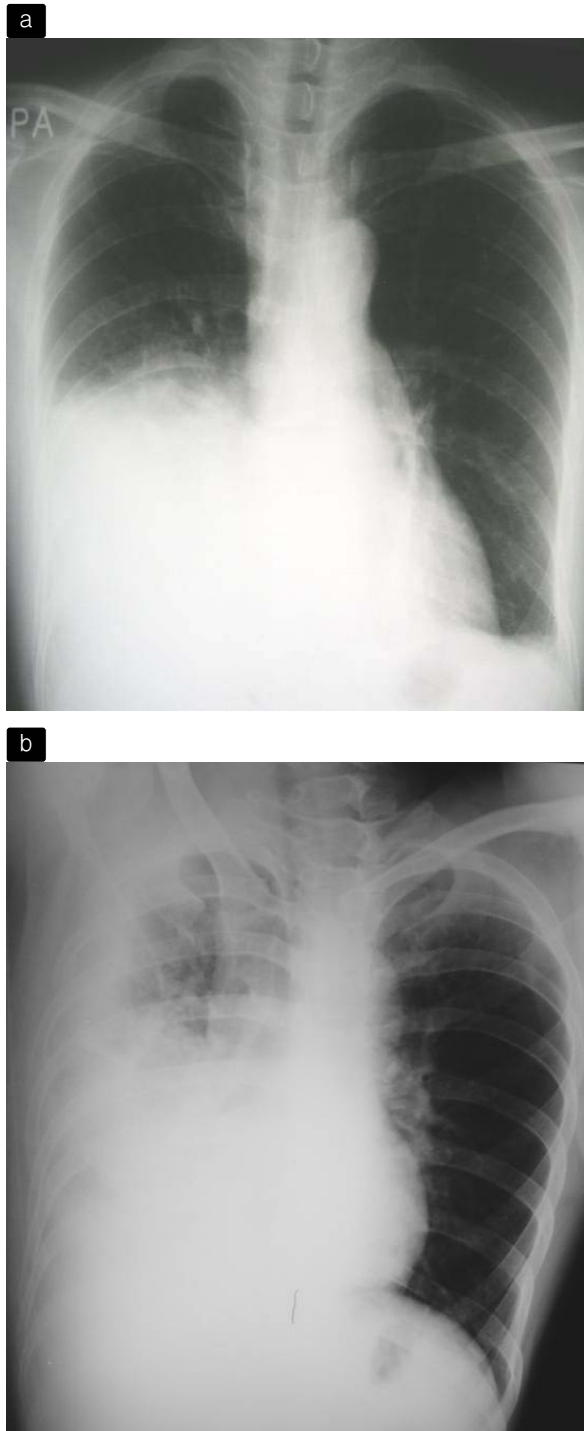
Chest radiographic findings on admission showing right lung infiltrates (a) and free-flowing fluid (b).
